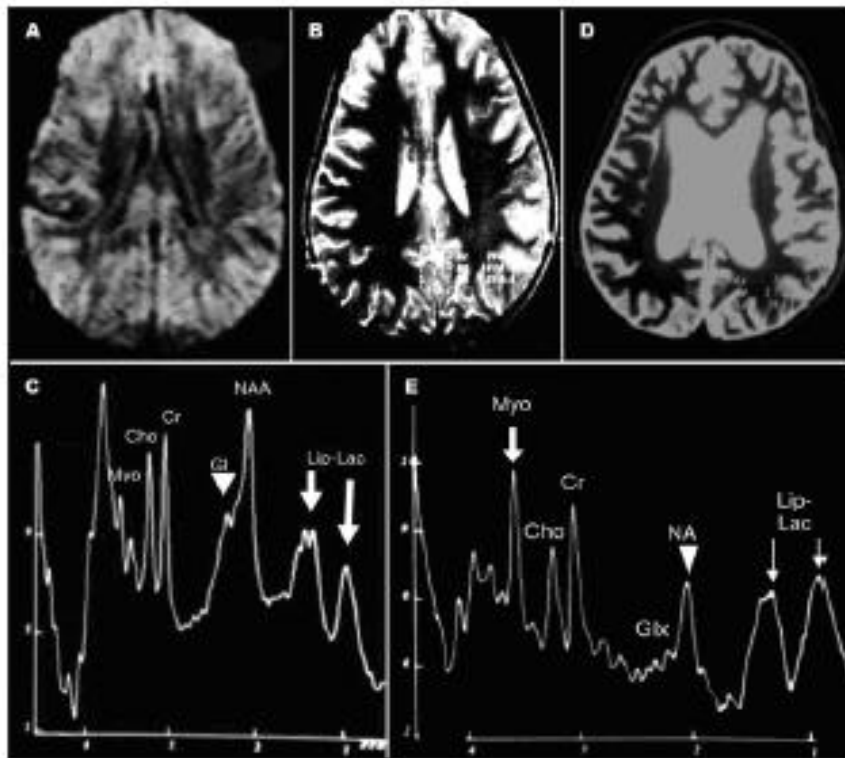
Case 2 – First MRI examination (A and B), three days after near drowning, shows unremarkable axial DWI (A) and axial T2 (B). However the  $^1\text{H}$  MRS (C) with median biparietal-occipital gray matter VOl, shows decrease of the NAA/Cr ratio and increase of Cho/Cr ratio and of Myo/Cr ratio. Importantly the  $^1\text{H}$  MRS (C) also demonstrates Lip-Lac peaks (arrows) and the visual inspection demonstrates an increase in Glx levels (arrowhead). On follow up exam (D and E), 3 months following the initial near drowning episode, axial T2 (D) demonstrates severe brain volume loss compared with the scan from 3 months earlier (B).  $^1\text{H}$  MRS (E) shows progression of the metabolite changes with further decrease of NAA/Cr ratio (arrowhead), an increase of Myo/Cr ratio (arrow), with persistence of the Lip-Lac (arrow). However there is a decrease in the Cho/Cr ratio and Glx.
